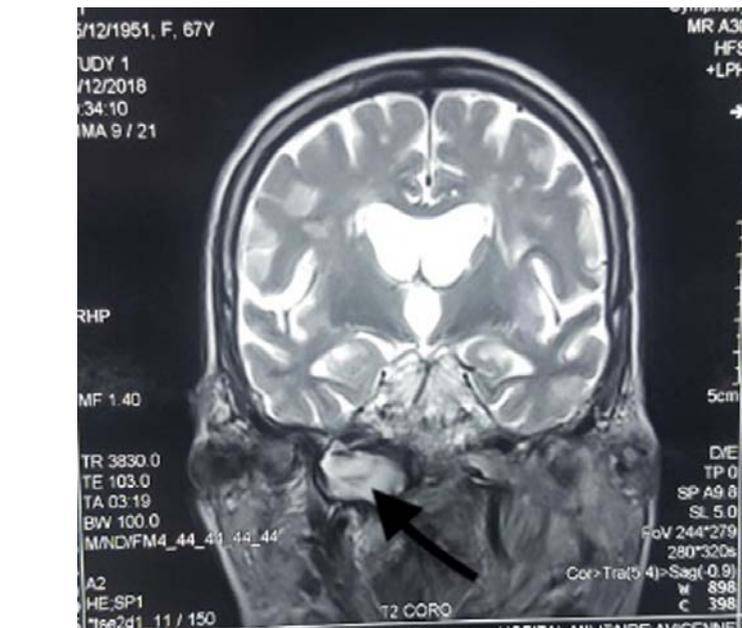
IRM cérébrale montrant la présence d'une formation liquidienne hyperintense en T2 par rapport à la fosse infratemporale mesurant 28,5 × 24,5 mm chez une femme diabétique de 70 ans..
